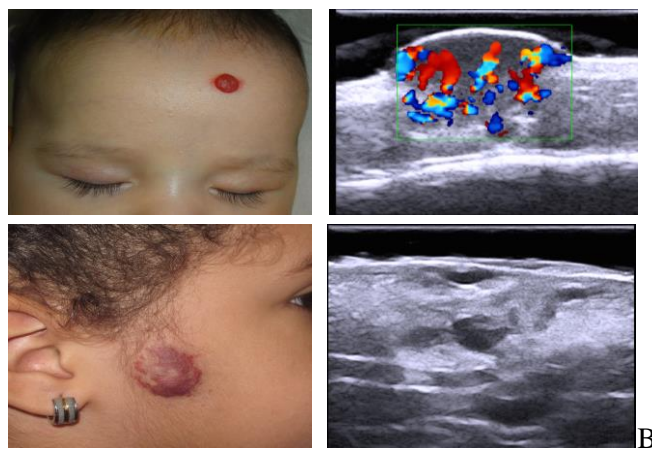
Ecografía cutánea de los HI. A) Fase proliferativa, observamos una tumoración sólida ligeramente hipoeoica y heterogénea y lobulada con un contorno distinto y bien definido con estructuras hipervasculares. B) Fase involutiva, observamos estructuras mal definidas heterogéneas (zonas hipoeoicas/hiperecoicas) y estructuras hipovasculares.
